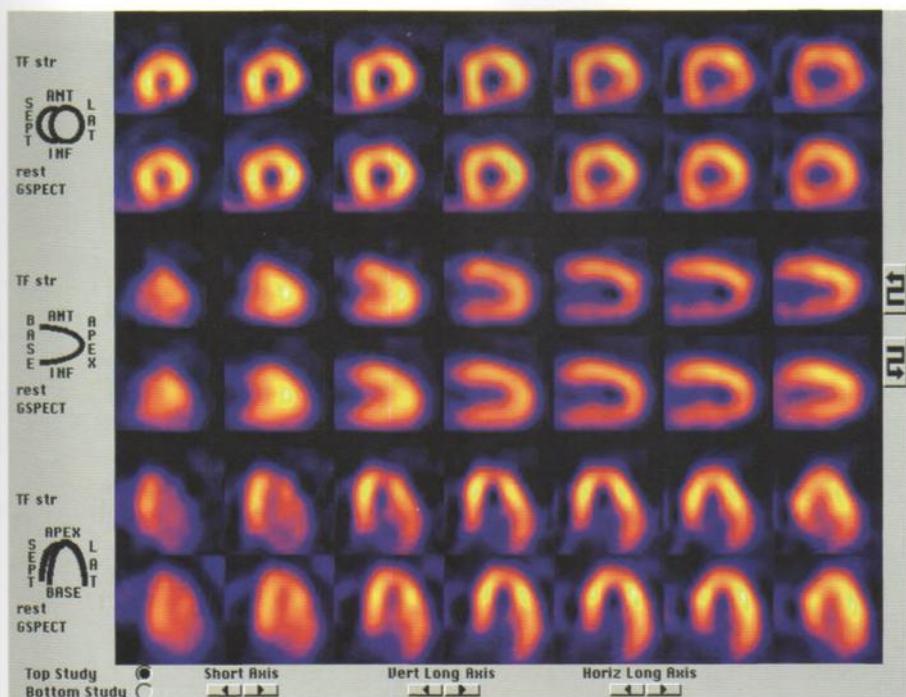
Перфузионная сцинтиграфия миокарда (наблюдение 2)
